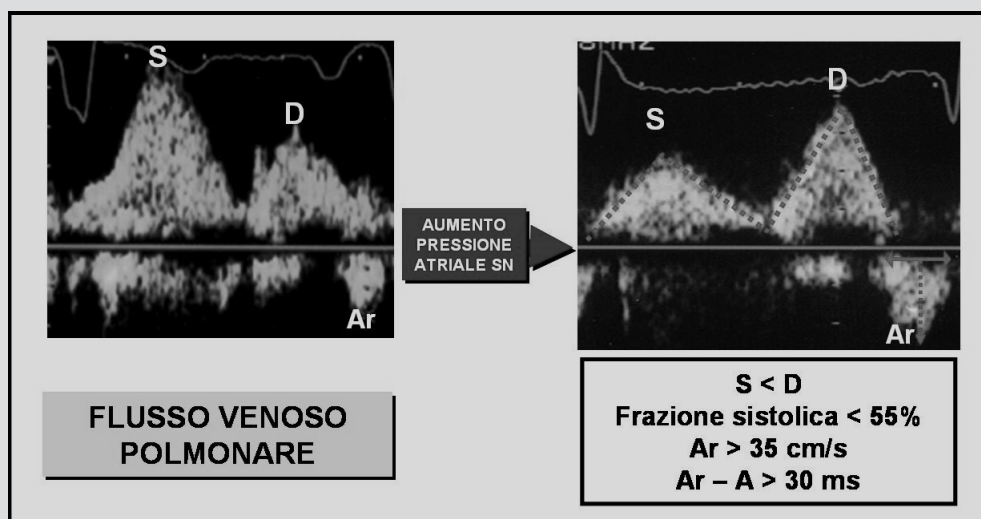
Curve di flusso al Doppler Venoso Polmonare: con il progressivo incremento delle pressioni di riempimento si osserverà la riduzione di velocità dell'onda sistolica (S) e l'incremento di velocità dell'onda diastolica (D). In mancanza di disfunzione contrattile dell'atrio sinistro si osserverà aumento di velocità dell'onda retrograda secondaria alla contrazione dell'atrio (Ar). La durata dell'onda Ar sarà inoltre maggiore della durata della corrispondente onda del flusso transmitralico (A).
